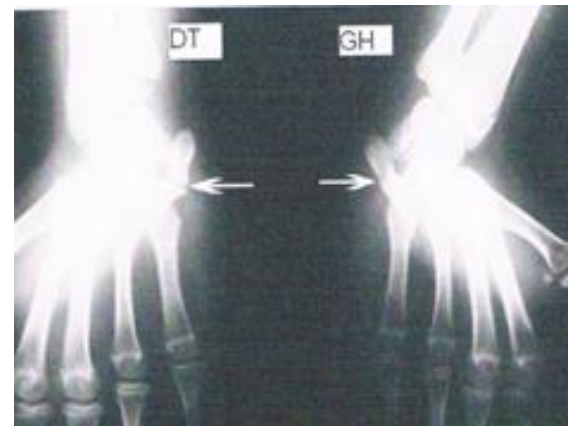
Radiographie de trois quart des 2 poignets montrant une fusion osseuse entre le pisiforme et l'hamulus de l'hamatum.
